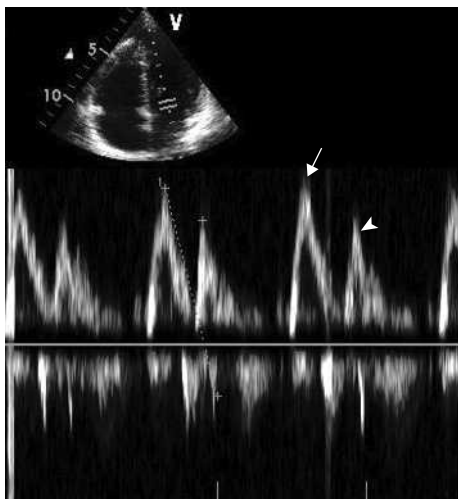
Coupe apicale 4 cavités. Doppler pulsé réalisé au niveau de la valve mitrale. Le volume d'échantillonnage est placé (mode 2D) au sommet du triangle formé par les feuillets de la valve mitrale. L'aspect Doppler identifie une onde E (flèche) correspondant au remplissage ventriculaire passif et une onde A (tête de flèche) correspondant au remplissage liée à la systole auriculaire.
